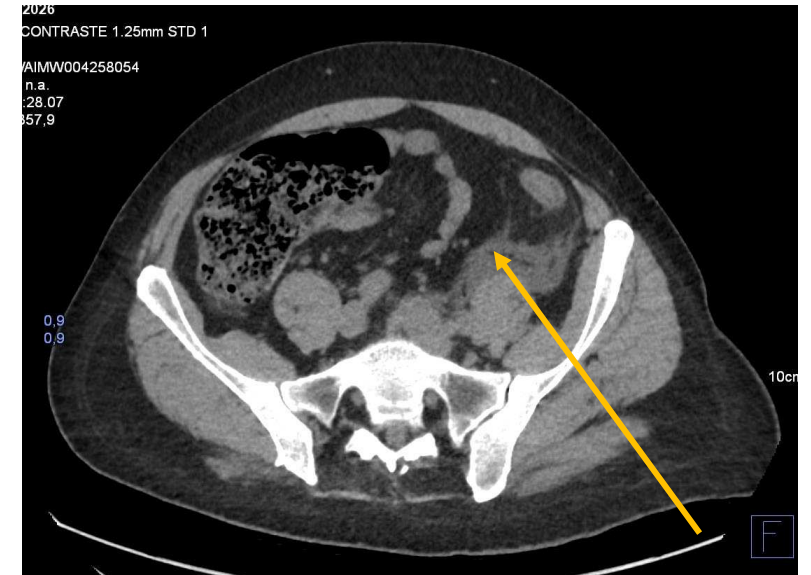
Corte axial TC abdominal sin cte: líquido con extensión retroperitoneal (flecha amarilla)
